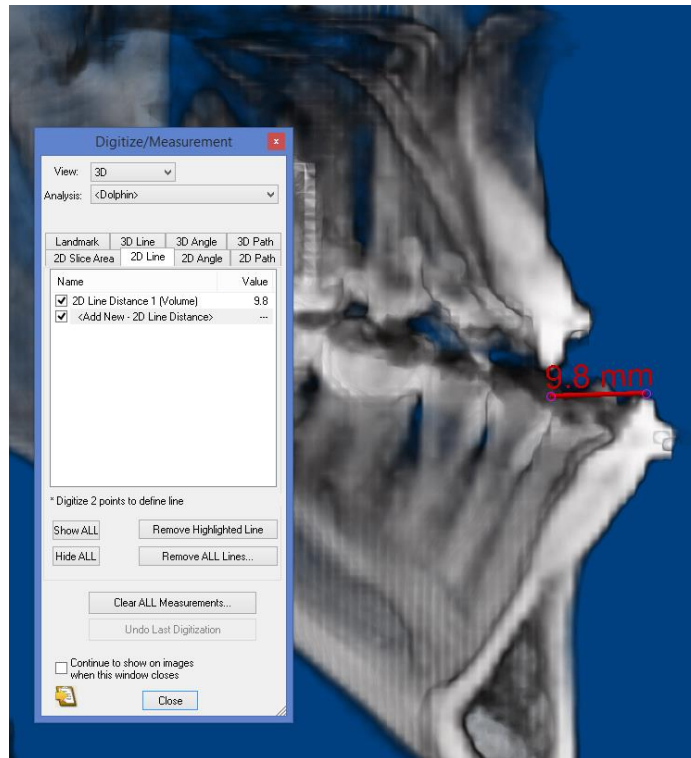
3D reconstruction of CBCT from a patient with skeletal Class III relationship using a 2D measure tool to evaluate overjet.
